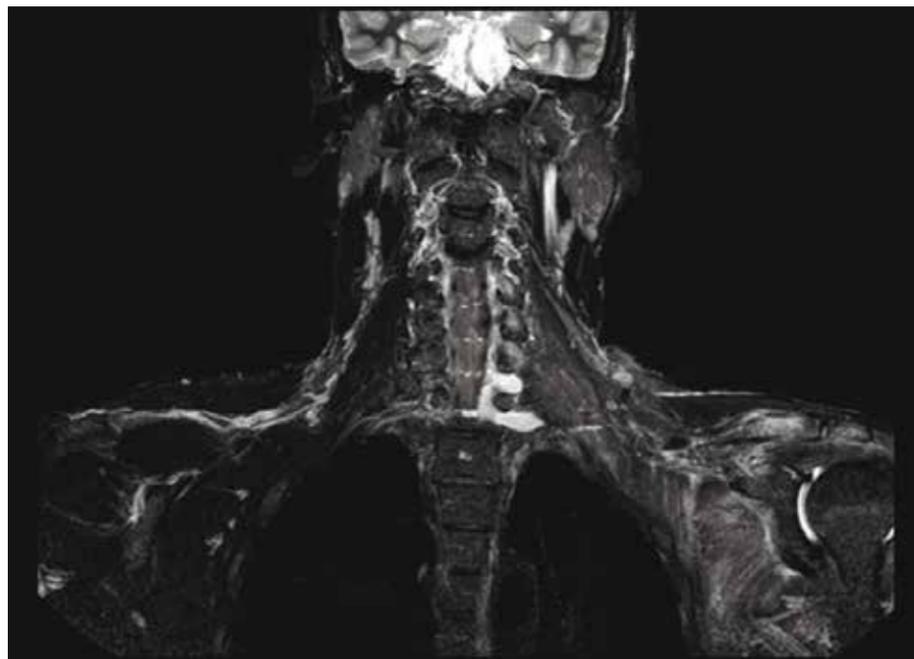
RM coronal STIR do plexo braquial revela pseudomeningoceles nos neuroforames C7-T1 e T1-T2 esquerdos.
